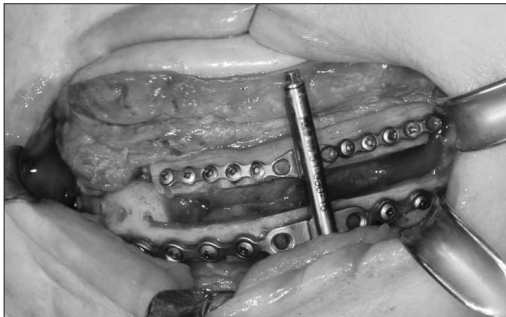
The insertion of distraction device (right). Panoramic radiograph after finishing the distraction osteogenesis.
